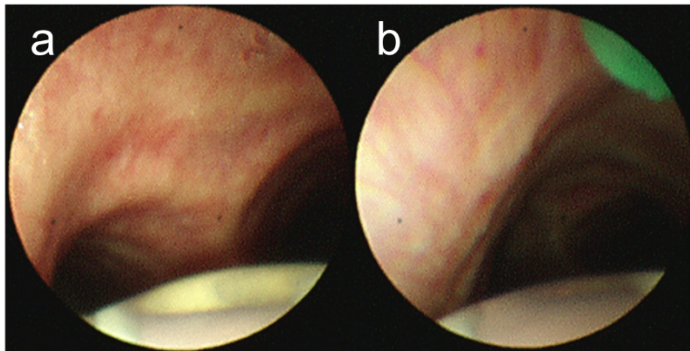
超音波気管支鏡の内腔画像（a：バルーンを膨らませた後，b：吸引生検針の外筒セット後）
